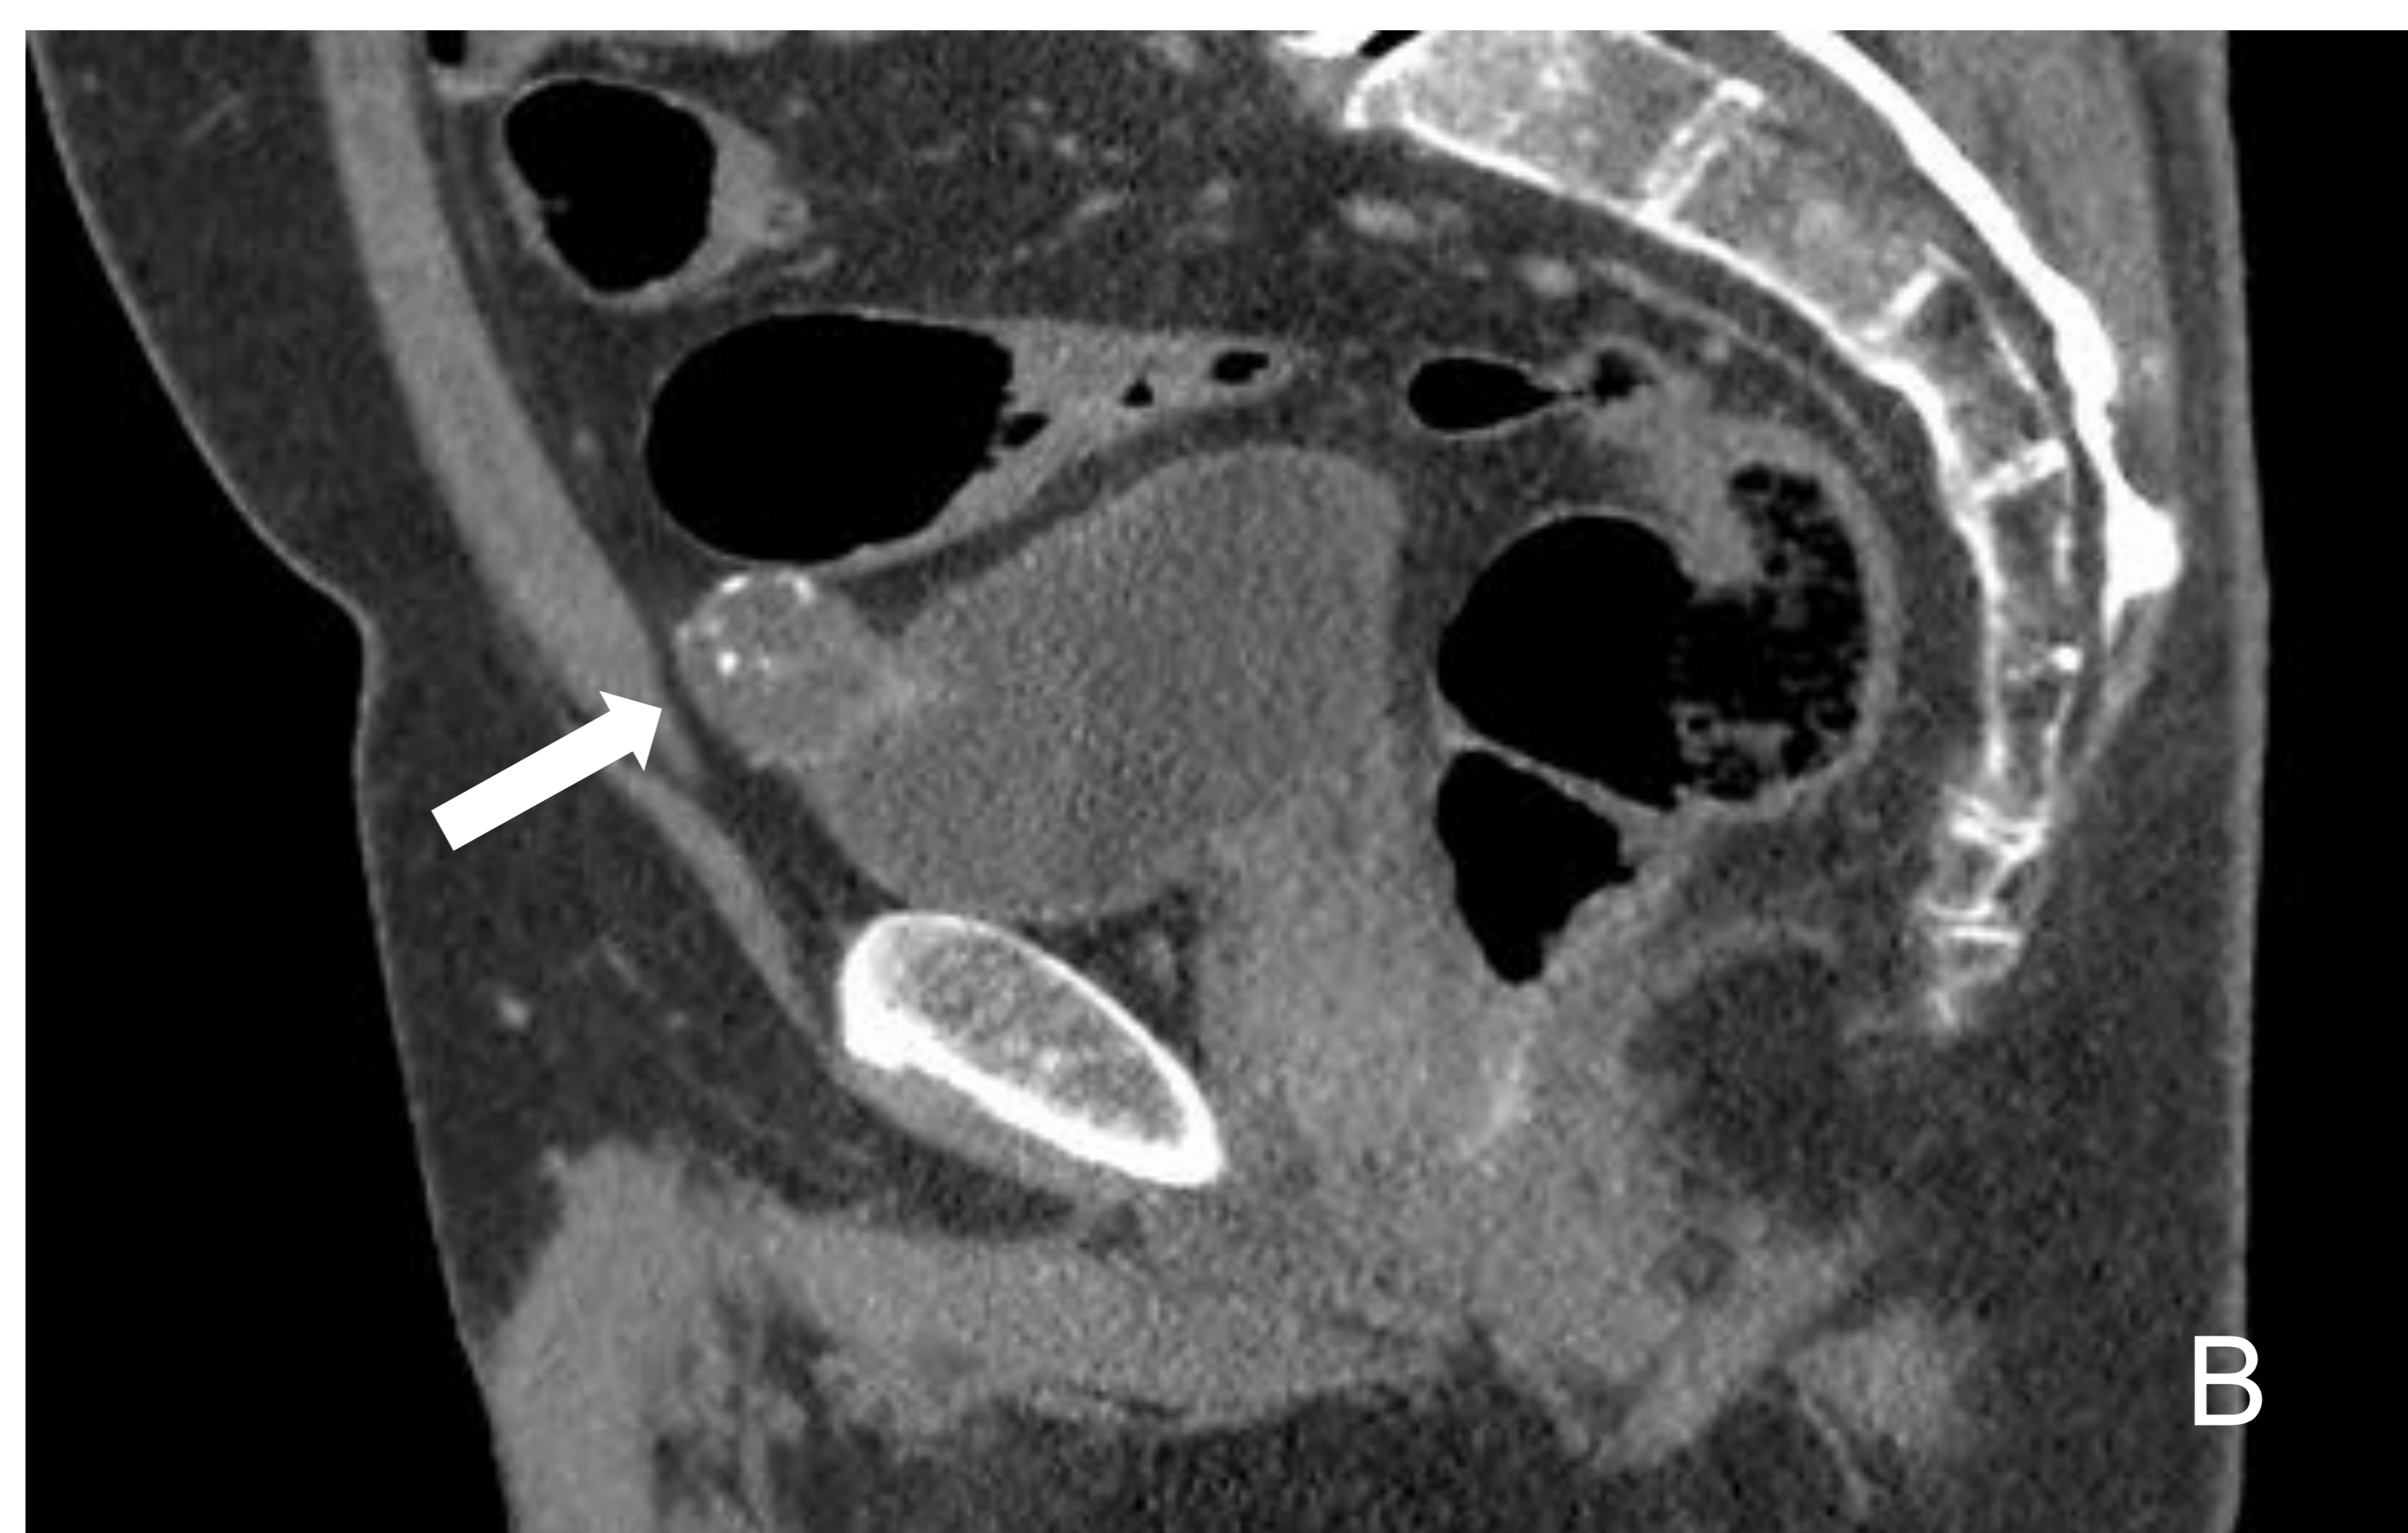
Plano axial (A) y sagital (B) de TC de abdomen con CIV. Se identifica lesión excrecente con contenido similar al de la vejiga y con calcificaciones parietales, localizada en vertiente superoanterior y línea media de la vejiga (flechas blancas).
